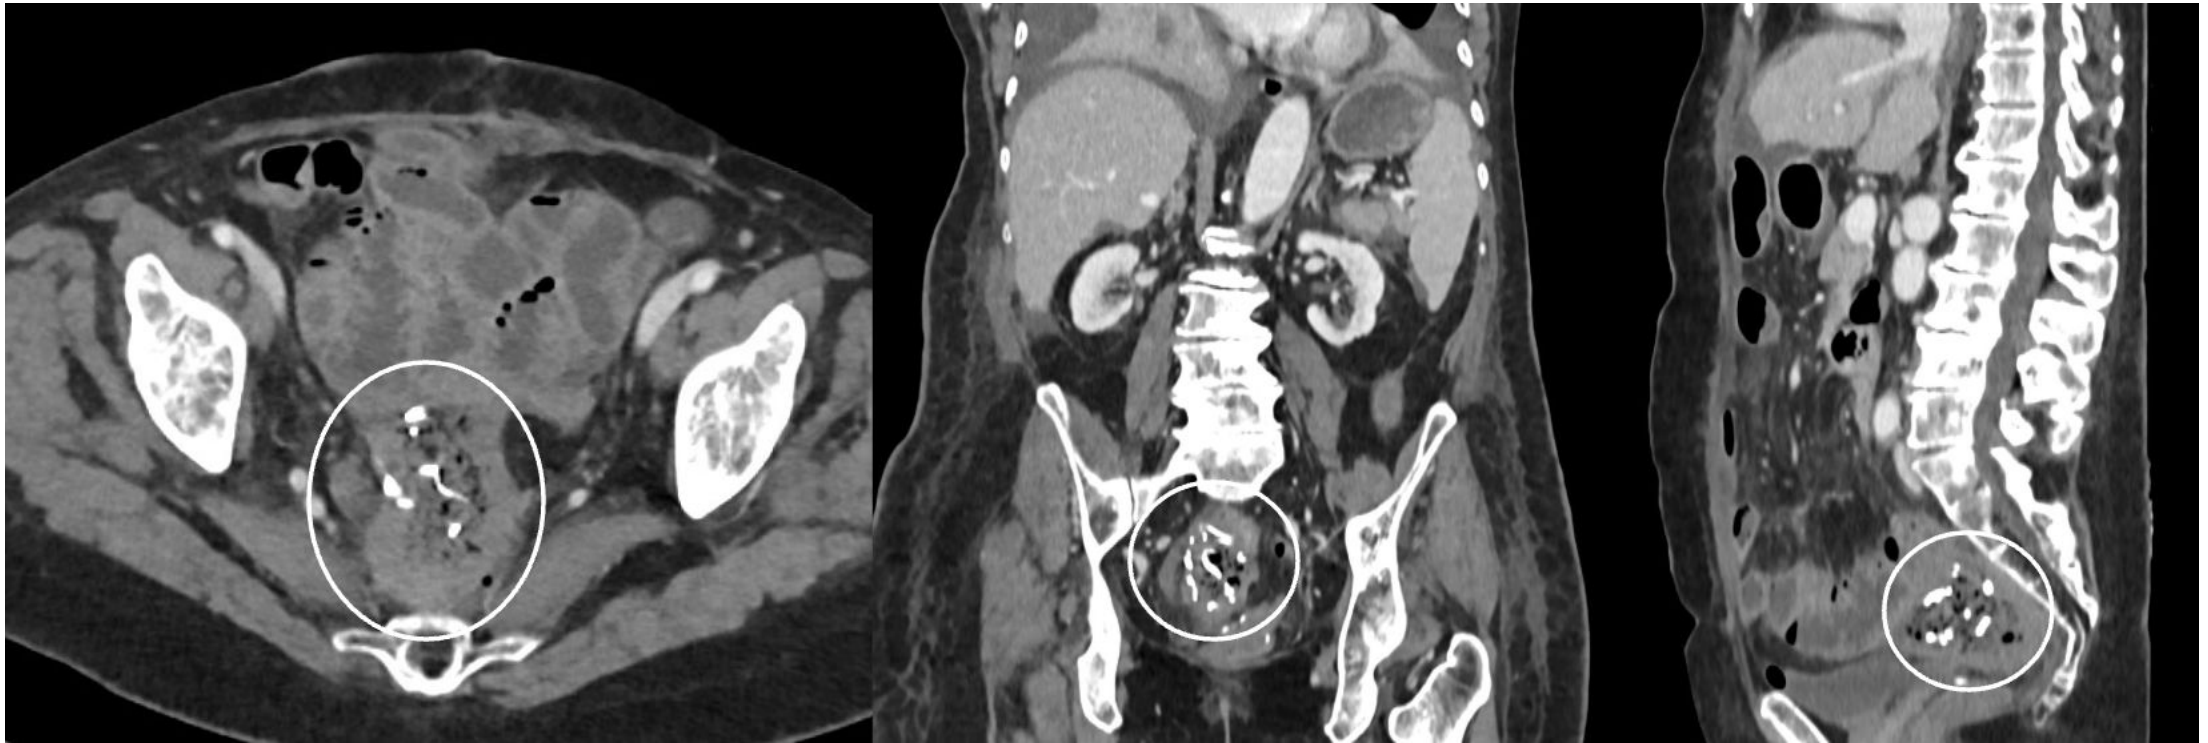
TC de abdomen con contraste EV en fase portal en una paciente recientemente operada de una citoreducción de un carcinoma seroso tuboovárico. Se observa una lesión con densidad aire en su interior y focos de densidad metálica lineales, compatible con una gasa, también conocido como gossypiboma o textiloma.
